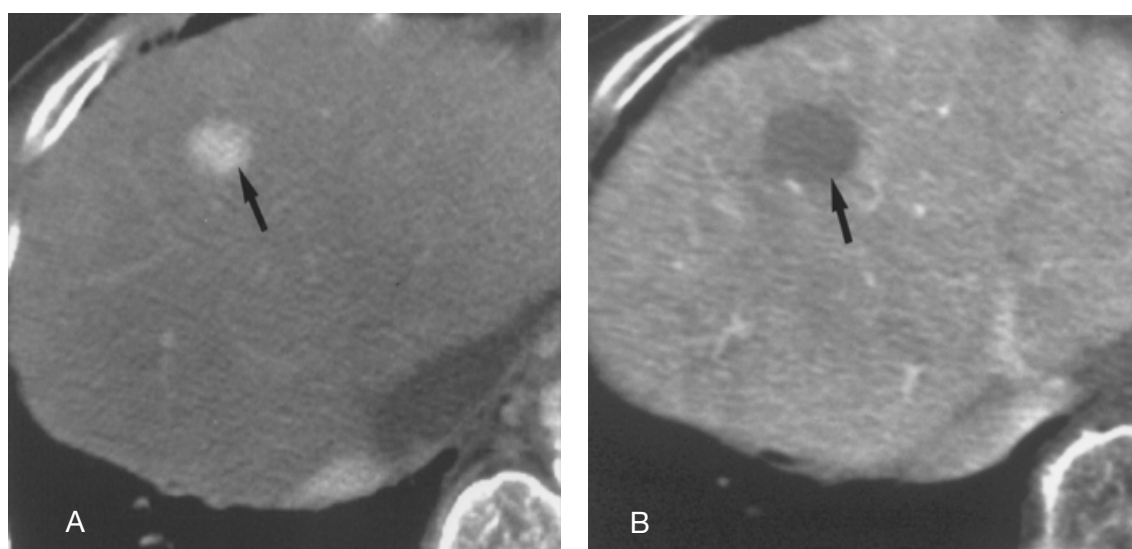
Tomografia computadorizada de um CHC. A, O corte em fase arterial demonstra a lesão proeminentemente hipervascular. B, A imagem adquirida em fase venosa portal demonstra a lesão (seta) como uma área de perfusão reduzida em relação ao parênquima hepático adjacente, aspecto conhecido por *washout*. Fonte: Lencioni et al. (2005).
